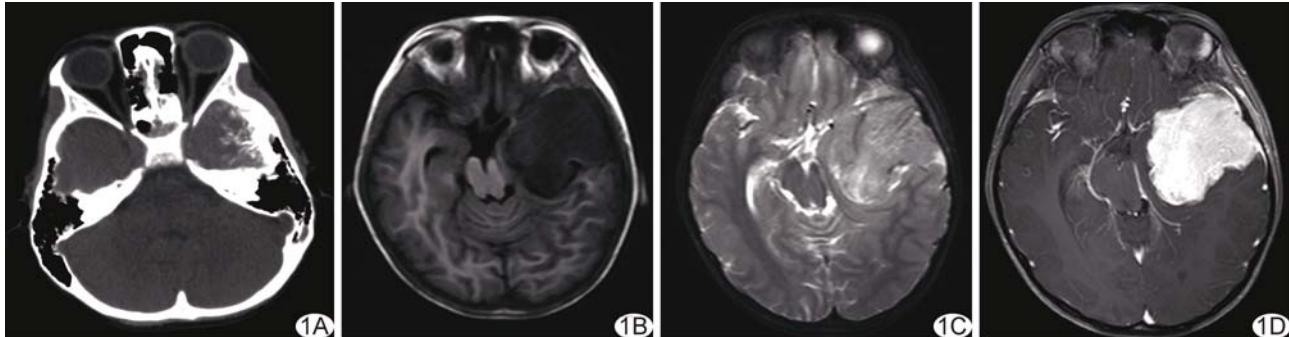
左颞部尤因肉瘤 A. CT 示左侧颞骨骨皮质不规整,呈放射状改变; B、C. MR 平扫示肿块呈不均匀稍长 T1 稍长 T2 信号,边界欠清; D. MR 增强扫描示病灶明显均匀强化,邻近脑膜明显强化
